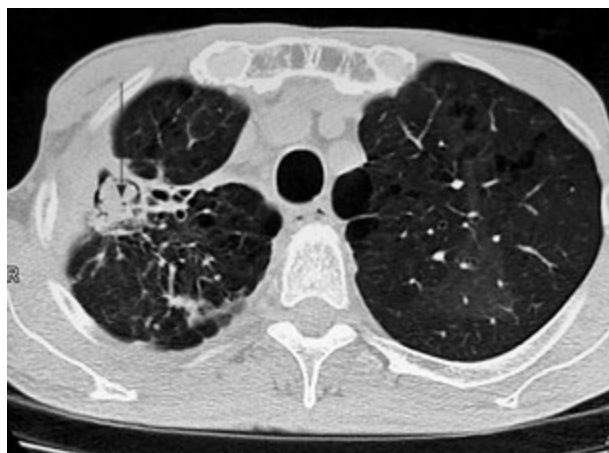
КТ-изображение аспергилломы легкого у больного с остаточными посттуберкулезными изменениями легкого
